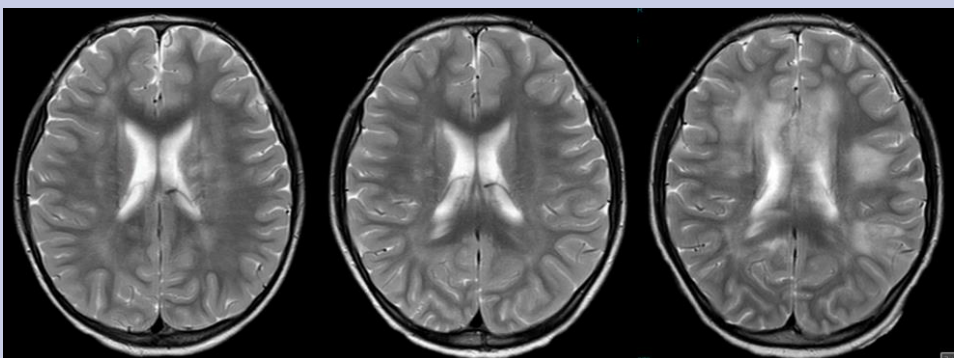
IRM de cráneo secuencia T2, cortes axiales que muestran evolución de lesiones hiperintensas en base a la edad del paciente:
